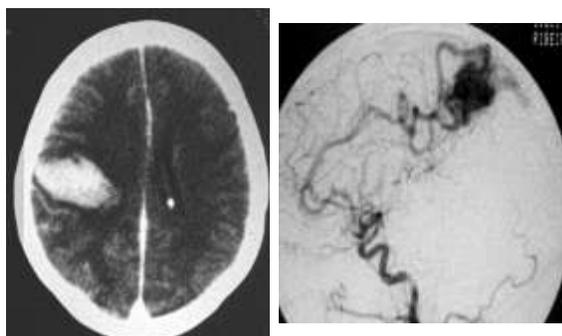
Esquerda: TC realizada após a injeção de contraste, em um paciente que sofreu hemorragia subaracnóideia, mostrando um hematoma parietal esquerdo (área hiperdensa) e drenagem venosa posterior ao hematoma, sugerindo a presença de uma MAV. Direita: angiografia carotídea confirmando a presença de uma MAV parietal, caracterizada pela presença de um *shunt* arteriovenoso.
